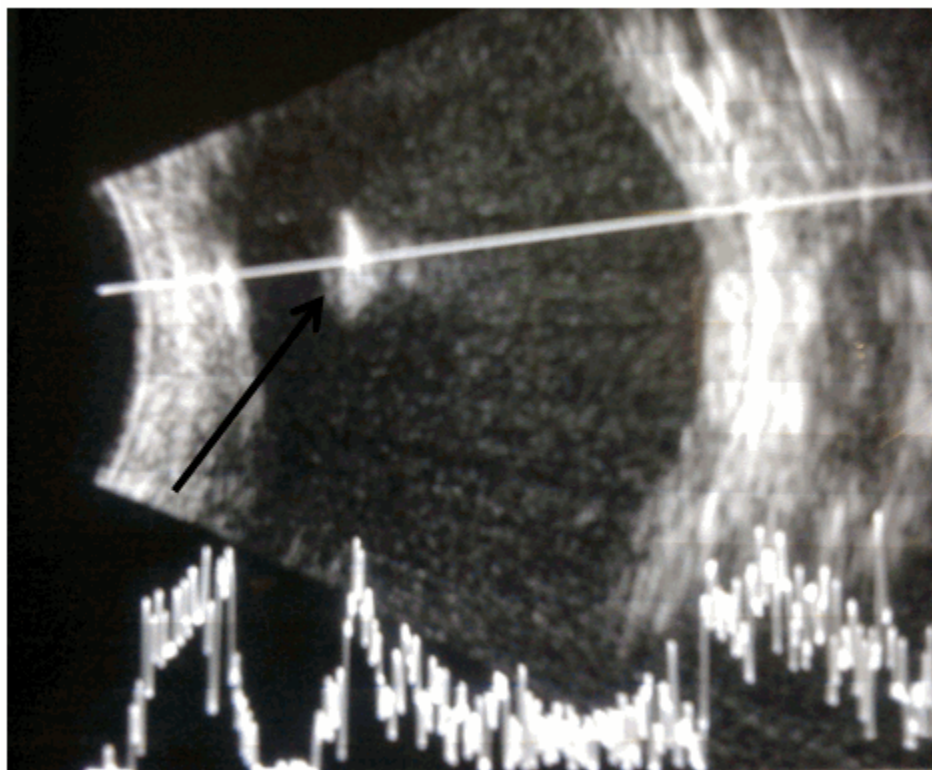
Imagen ultrasonográfica que muestra imagen ecogénica en vítreo anterior a nivel del cuadrante temporal superior con alta reflectividad a ese nivel.
